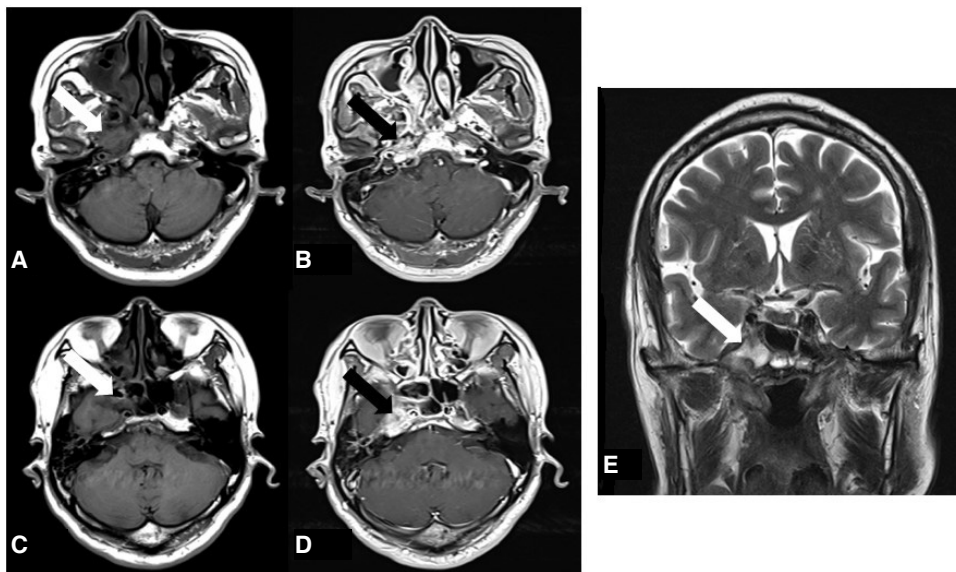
Brain magnetic resonance imaging with contrast enhancement. (A) Axial T1-weighted image of the brain shows the soft tissue lesion in the right nasopharynx and the right carotid canal (white arrow). (B) Enhanced axial T1-weighted image shows the enhancement of the soft tissue lesion in the right nasopharynx (black arrow). (C) Axial T1-weighted image shows the soft tissue lesion around right sphenoidal sinus (white arrow). (D) Enhanced axial T1-weighted image shows enhancement of the soft tissue around right sphenoidal sinus (white arrow) and right sphenoidal sinus wall (black arrow). (E) Coronal T2-weighted image shows high signal intensity of right sphenoidal sinus wall (white arrow)
